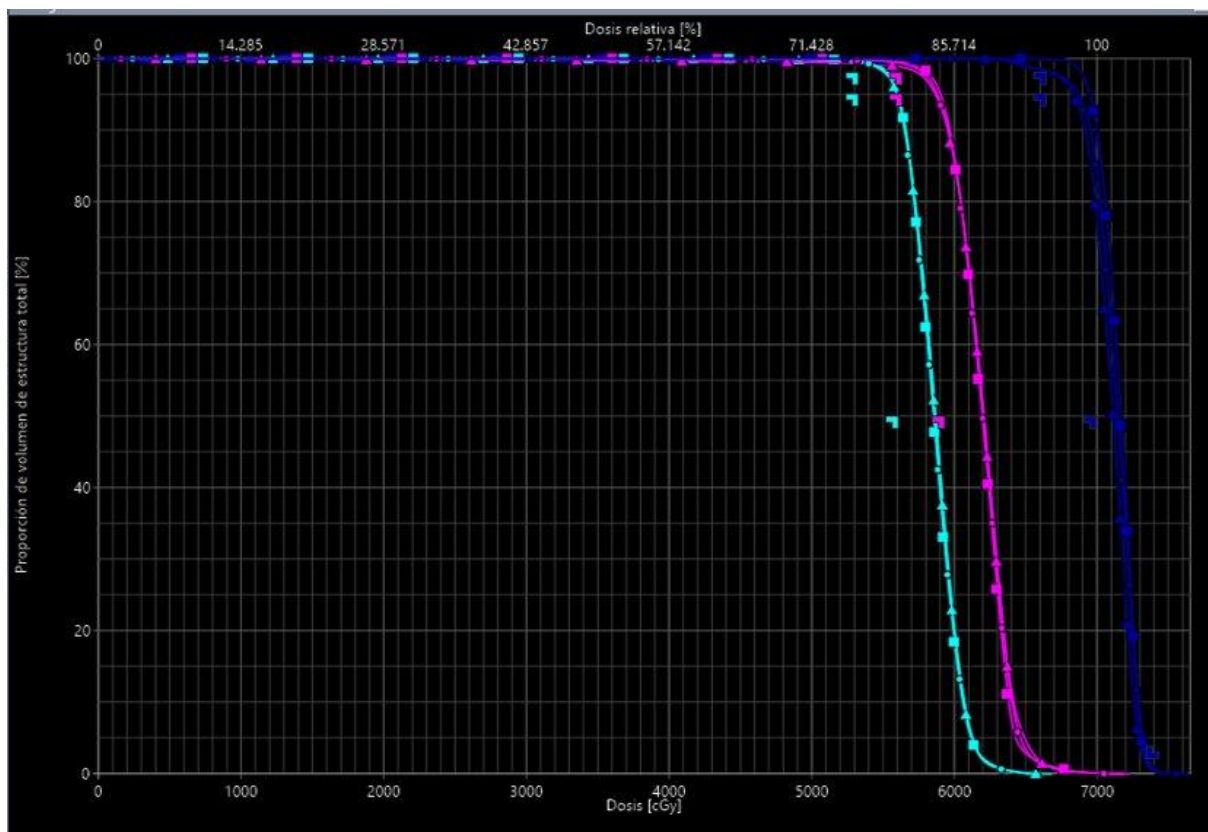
Curvas DVH de los volúmenes objetivo del maniquí antropomórfico ALDERSON. Se representa la dosis relativa (%) en función de la dosis absoluta (cGy). Los distintos PTV se identifican por el color: PTV56 (azul claro), PTV59,4 (rosa) y PTV70 (azul oscuro). Los marcadores indican la modalidad del cálculo: CT (cuadrados), iCBCT con protocolo de cabeza (triángulos) e iCBCT con protocolo de pelvis (puntos).
